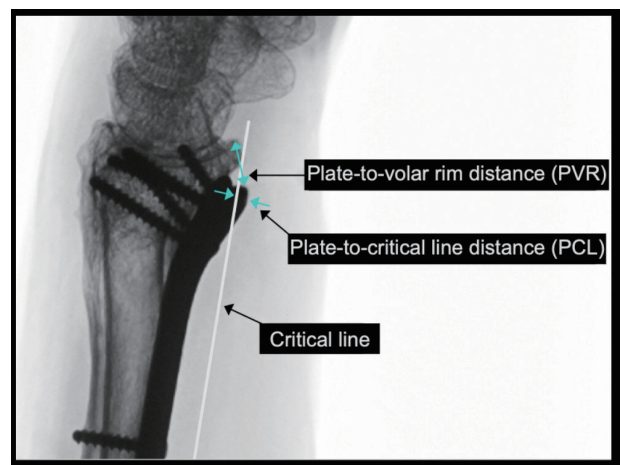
手関節単純X線側面像. plate-to-volar rim distance: 橈骨先端からプレート先端までの距離。この値が少ないほどプレートは遠位に設置されている。plate-to-critical line distance: 橈骨先端から引いた骨軸に平行な線(Critical line)とプレート先端との距離。この値が少ないほどプレートは掌側に突出している。
